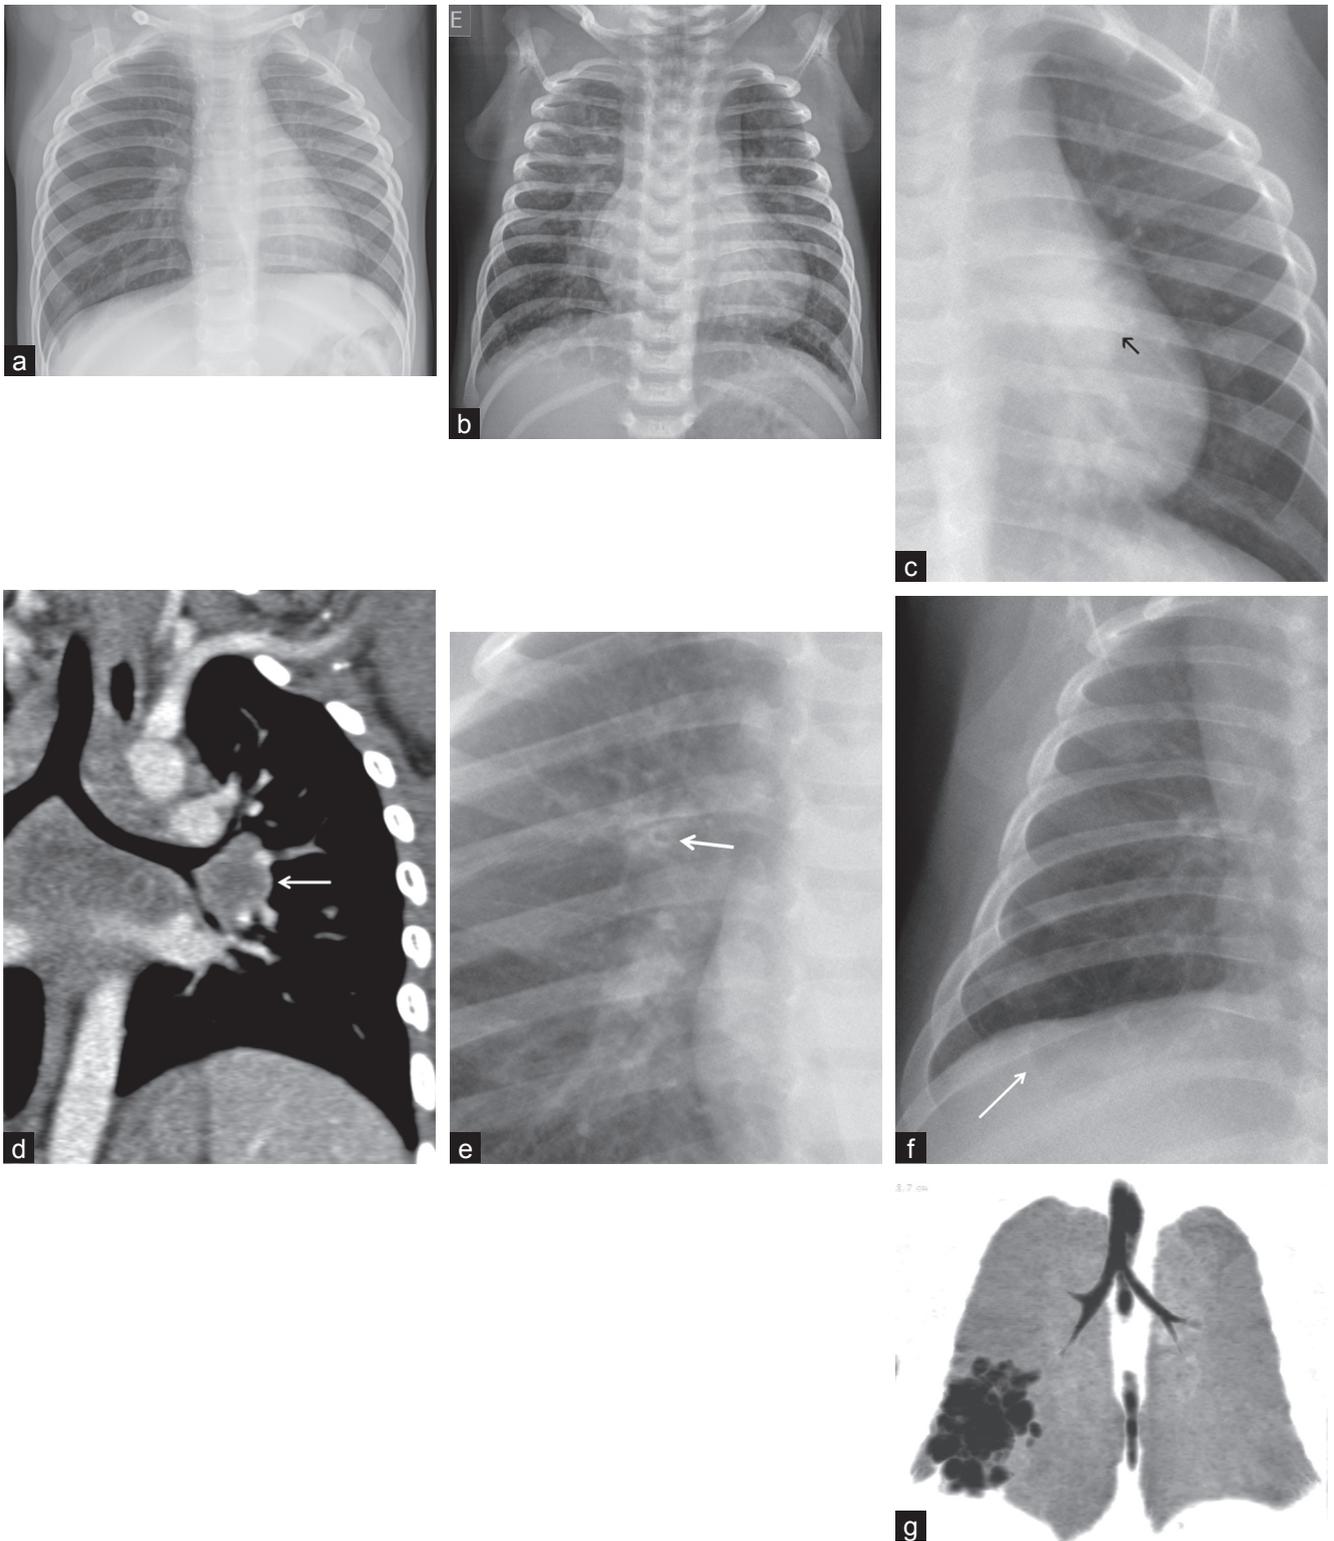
a. Nourrisson de 1 an, dyspnée aiguë avec suspicion d'inhalation. Asymétrie de transparence et de volume avec poumon droit hyperclair. Corps étranger partiellement obstructif dans la bronche souche droite à la bronchoscopie. b. Souffle cardiaque chez un nouveau-né de 12 jours. Majoration du volume pulmonaire, hypervascularisation globale et symétrique, majoration de la silhouette cardiaque. Volumineuse communication interventriculaire à l'échographie. c. Nourrisson de 18 mois, altération de l'état général. Hile gauche volumineux (flèche noire) faisant suspecter une adénomégalie hilare. d. Même patient que c. Examen tomодensitométrique avec injection, vue coronale. Confirmation d'une adénomégalie hilare (flèche blanche). Diagnostic final: tuberculose. e. Enfant de 3 ans, asthme d'équilibre difficile. Bronche à paroi épaisse vue en coupe (flèche). f. Nourrisson de 3 mois, cliché de suivi d'une infection pulmonaire. Perte de l'architecture vasculaire de la base droite avec lésions hyperclaires (flèche). g. Même patient que f. Examen tomодensitométrique en contraste spontané, vue coronale en reformatage minIP. Confirmation d'une lésion parenchymateuse plurikystique. Diagnostic final: malformation congénitale des voies aériennes de type adénomatoïde.
